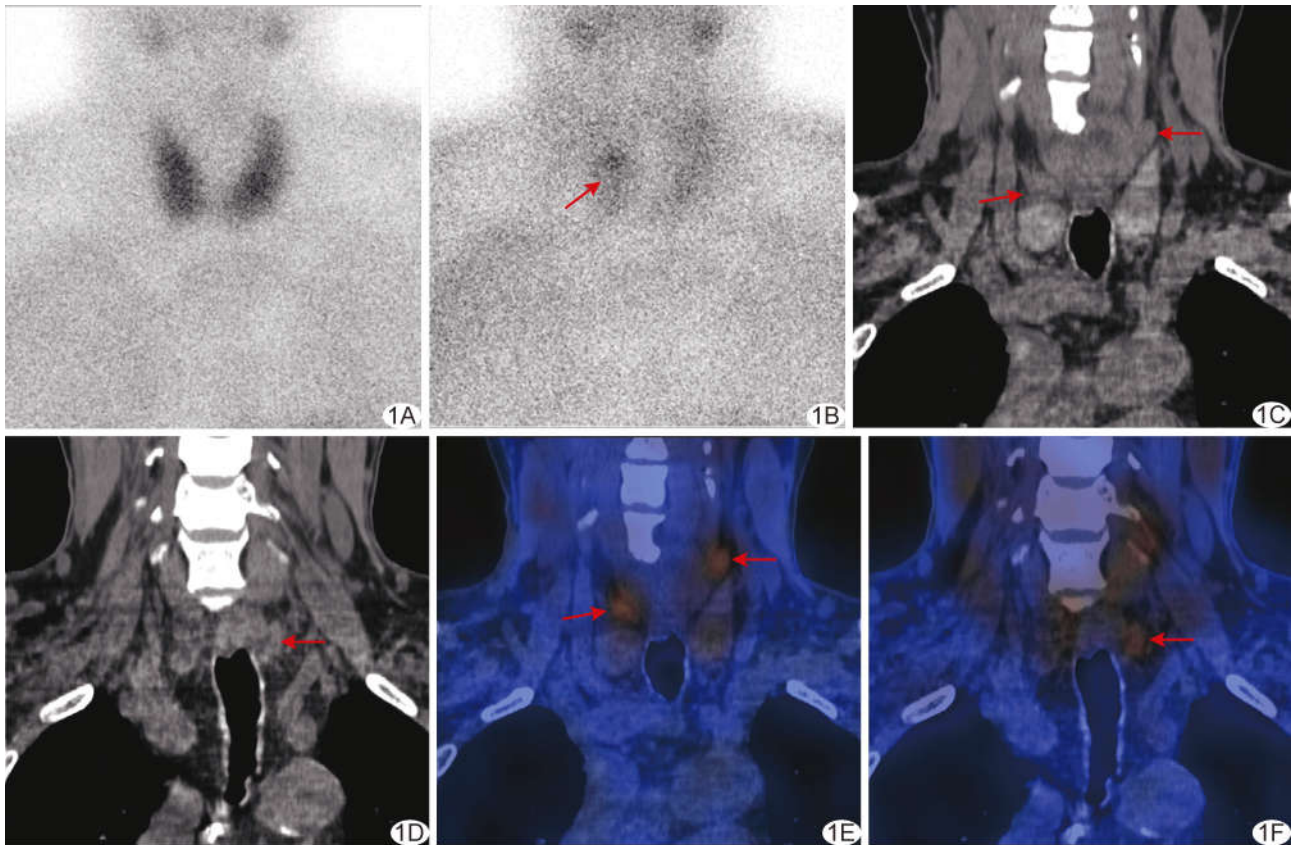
患者男,58岁,慢性肾病后SHPT,血清PTH 1 179 pg/ml A、B.  $^{99}\text{Tc}^{\text{m}}$ -MIBI 早期相显像图(A)示甲状腺显影完整,未见局灶性放射性浓聚,延迟相(B)原甲状腺显影减淡,右上见局灶性放射性浓聚(箭); C~F. 颈部冠状位 CT 图(C、D)及 SPECT/CT 融合显像(E、F)图示甲状腺右上极、左上极和下极 3 个类圆形结节,放射性摄取增高(箭),为多发 PTH 病灶
